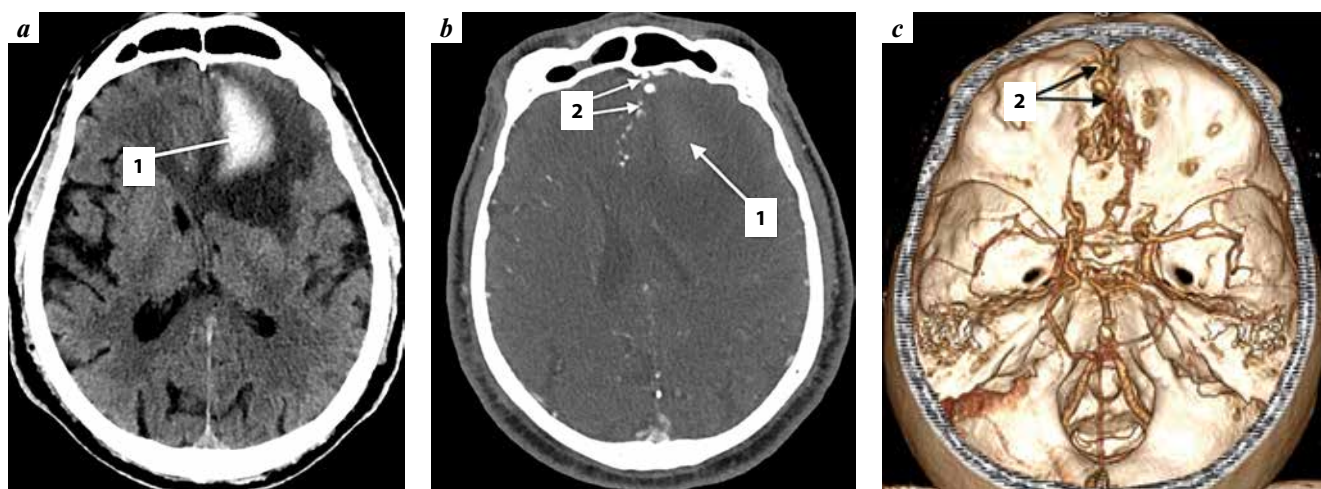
Computed tomography (CT) of the brain and CT angiography of the intracranial cerebral arteries of patient K, 64 years old: a – Brain CT, axial projection; b – multiplanar reconstruction (MPR); c – 3D shaded surface display (SSD). 1 – subacute intracranial hematoma of the left frontal lobe; 2 – ethmoidal dural arteriovenous fistula
